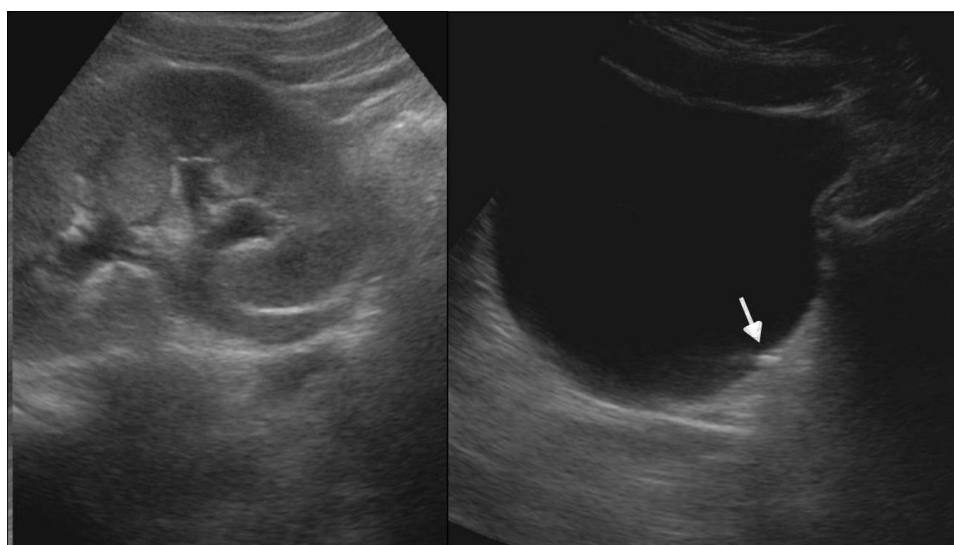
Ecografía por dolor abdominal y hematuria identifica hidronefrosis condicionada por una pequeña litiasis en la unión ureterovesical (flecha).
